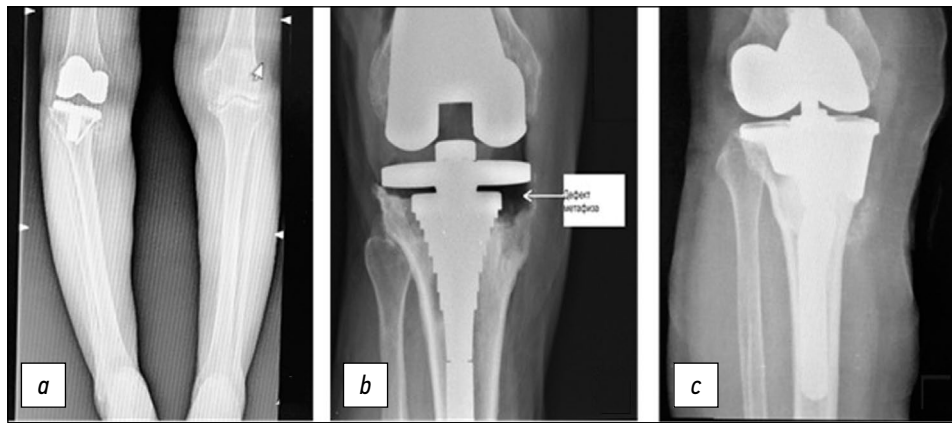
Рентгенограммы больного М., 59 лет. Дефект типа F1/T2B по AORI (a). Учитывая обширный костный дефект, добиться стабильности метафизарной втулки не удалось (b). Принято решение перейти на метафизарный конус (c).
